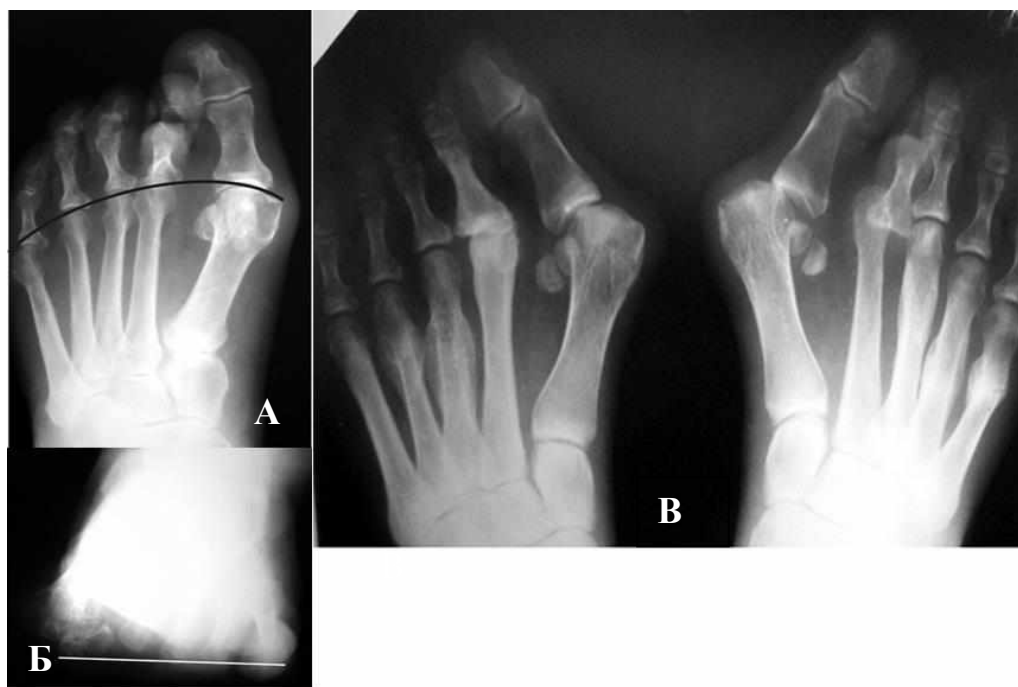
Прямая рентгенограма стопи, коротка перша ПК та порушення М-параболи (А), аксіальна рентгенограма головок ПК, вистояння головки 2-ї ПК (Б), пряма рентгенограма пацієнтки із двобічною М, стрес-переломи та компенсаторна гіпертрофія 2 – 4 ПК (В).
